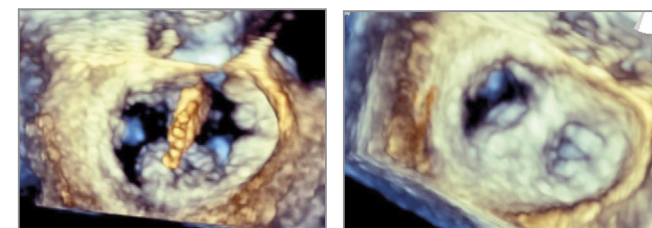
3-D-Echokardiographie während der Ausrichtung des Clips und nach erfolgreichem Eingriff.
